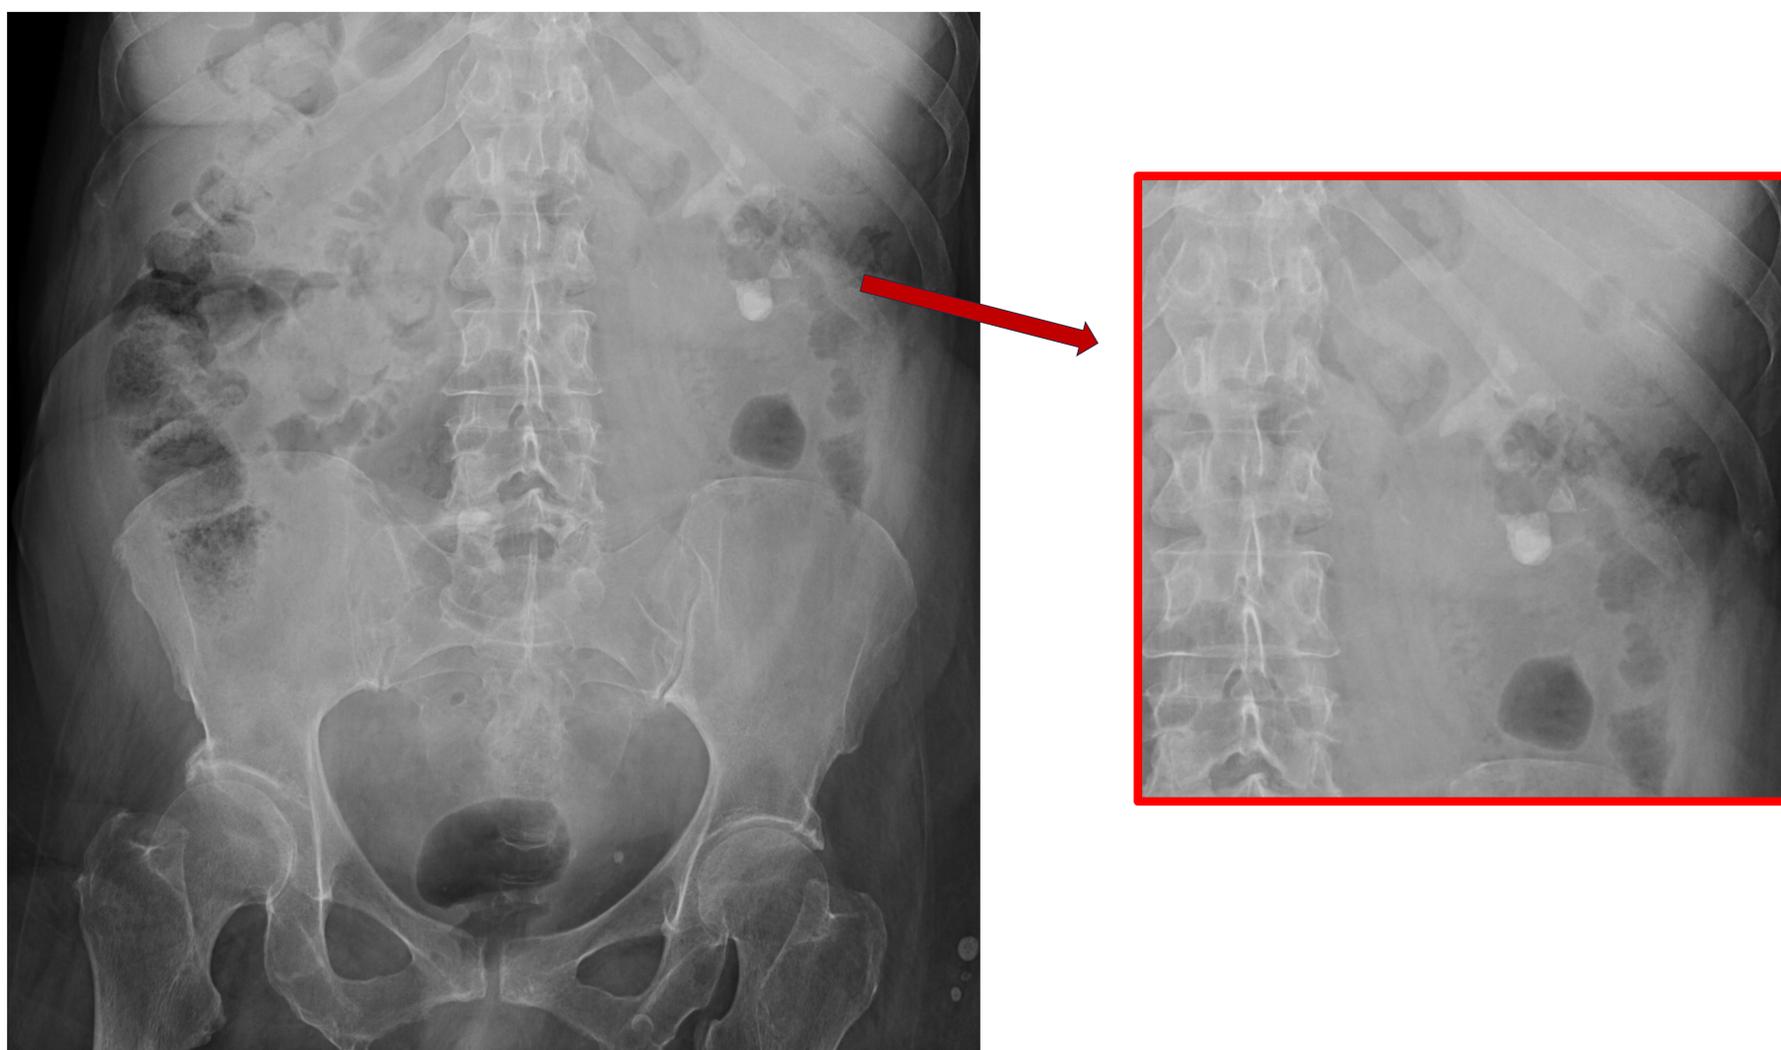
Radiografía simple de abdomen donde se objetiva una litiasis coraliforme en flanco izquierdo.
